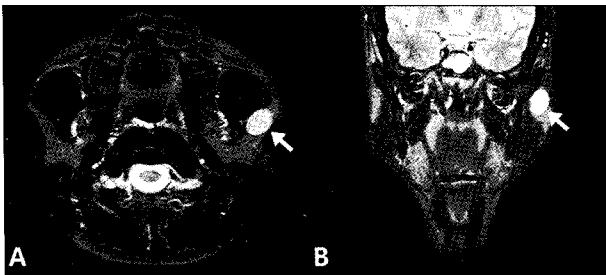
T2-weighted MRI image: well-margined heterogeneous tumor in the anterior portion of left parotid gland with capsule formation (A & B ; arrows).
